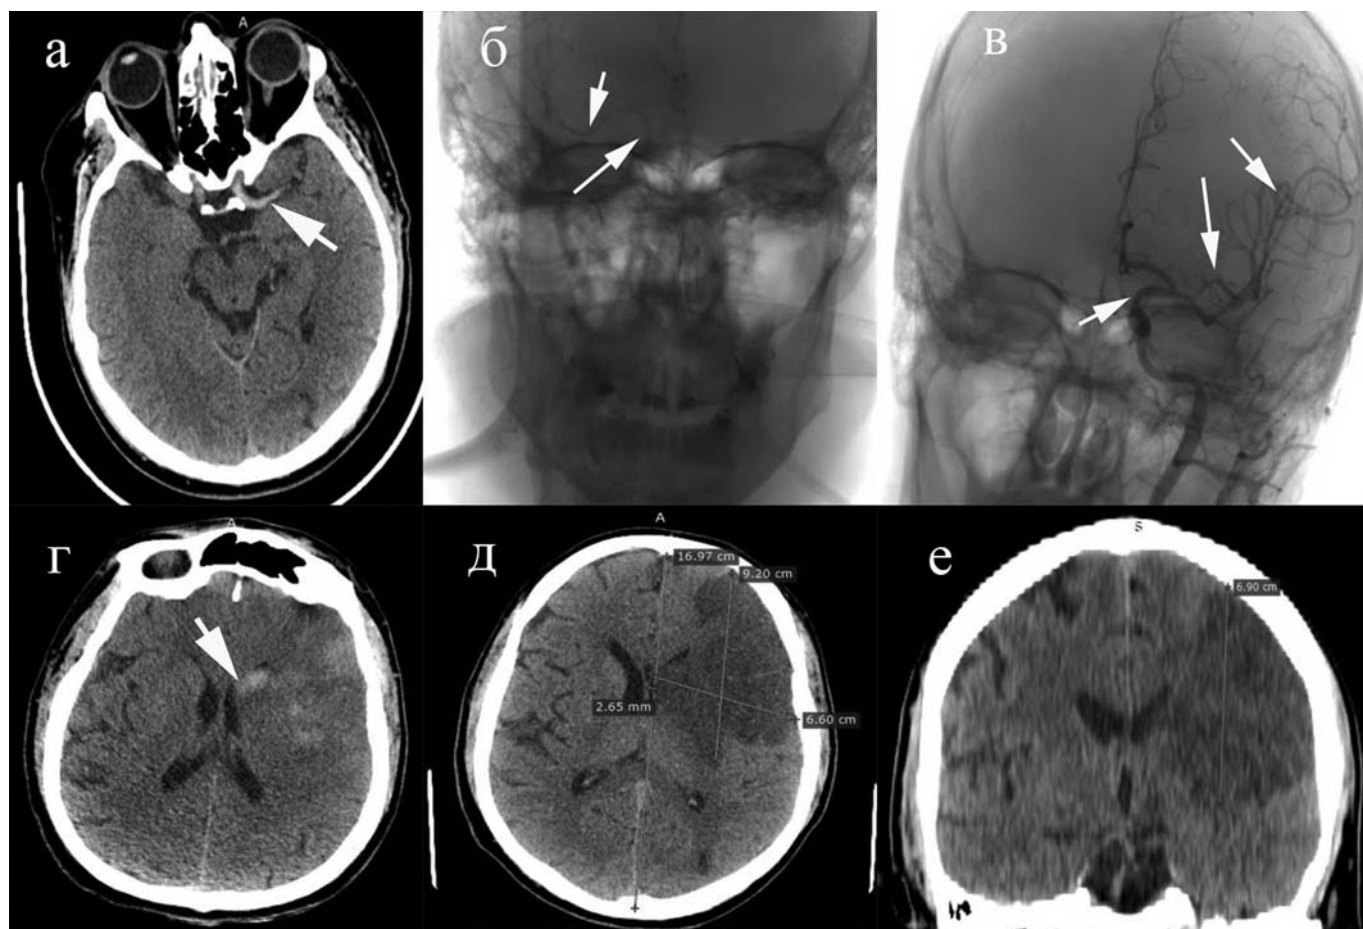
Мультиспиральная компьютерная томография пациента М., 42 года: а — состояние на момент поступления в стационар, симптом гиперденсивной средней мозговой артерии, отсутствие признаков формирования гиподенсивного очага в бассейне средней мозговой артерии и признаков дислокационного синдрома; б — церебральная ангиография до выполнения эндоваскулярной трансартериальной тромбэкстракции — внутренняя сонная артерия и средняя мозговая артерия справа проходимые (указано стрелками), кровоток во внутренней сонной артерии и средней мозговой артерии слева не визуализируется; в — церебральная ангиография, восстановление кровотока во внутренней сонной артерии и средней мозговой артерии слева (указано стрелками); г — мультиспиральная компьютерная томография головного мозга, выполненная в первые сутки после эндоваскулярной трансартериальной тромбэкстракции, — геморрагическая трансформация (появление кровоизлияния в области головки хвостатого ядра и внутренней капсулы слева); д, е — мультиспиральная компьютерная томография головного мозга, выполненная на 2-е сутки после эндоваскулярной трансартериальной тромбэкстракции, — формирование обширного гиподенсивного очага в бассейне средней мозговой артерии
